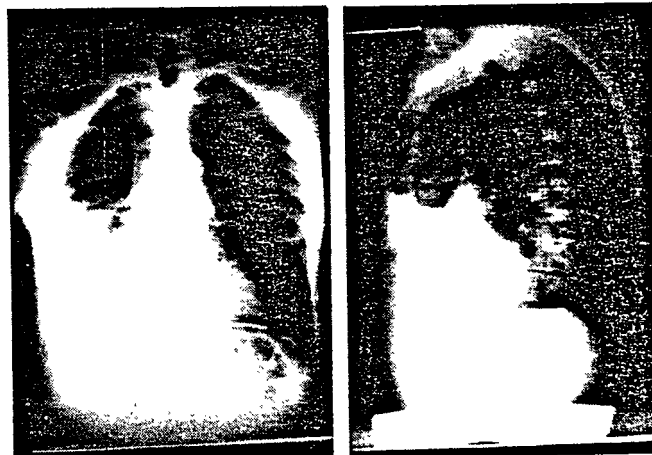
Radiographies du thorax. Epanchement pleural droit, important, cloisonné, refoulant le cœur sur la gauche. Aspect après ponction pleurale.
